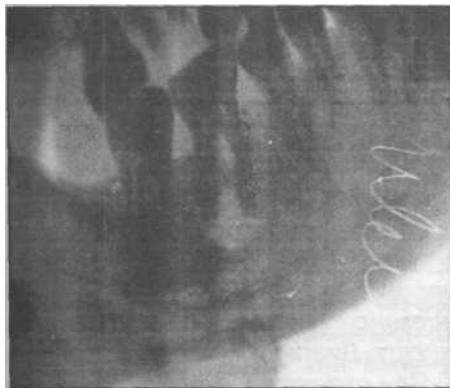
Боковая рентгенограмма нижней челюсти. Межкорневая и апикальная гранулемы шестого зуба.
